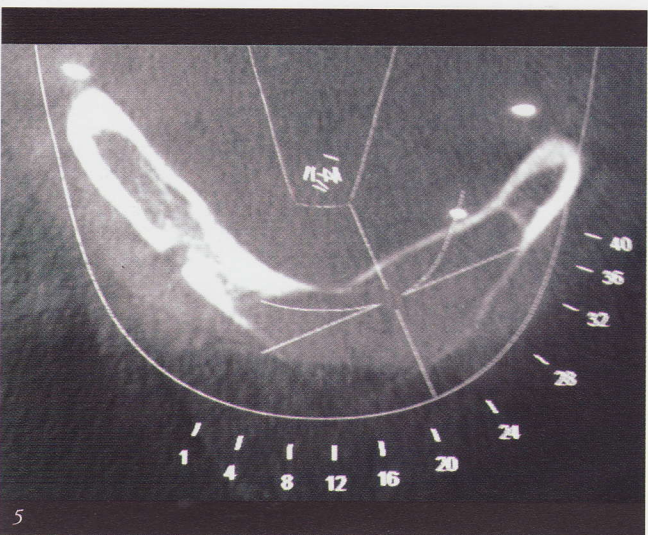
Estudio por imagen T.A.C. Cone Beam pre quirúrgica.
